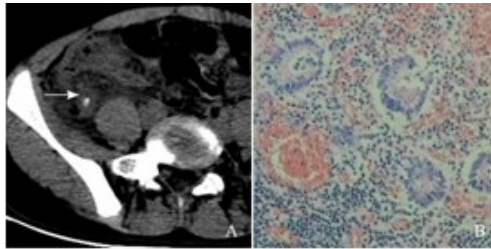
A. 急性坏疽性阑尾炎合并周围炎 CT 图
